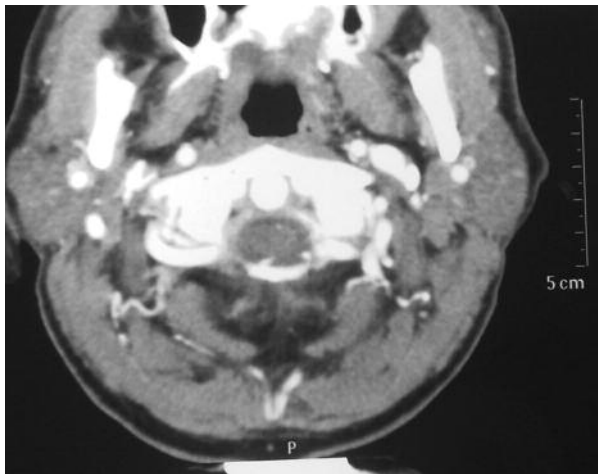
Postoperative CT scan with contrast enhancement showing both vertebral arteries in the foramen magnum.
